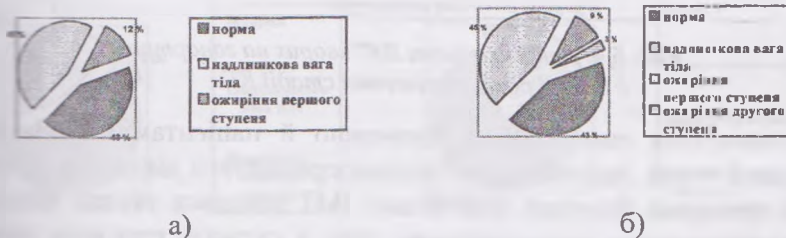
Загальний розподіл хворих на гонартроз 0–І рентгенологічної стадії на початку дослідження згідно з ІМТ: а) КГ; б) ОГ
